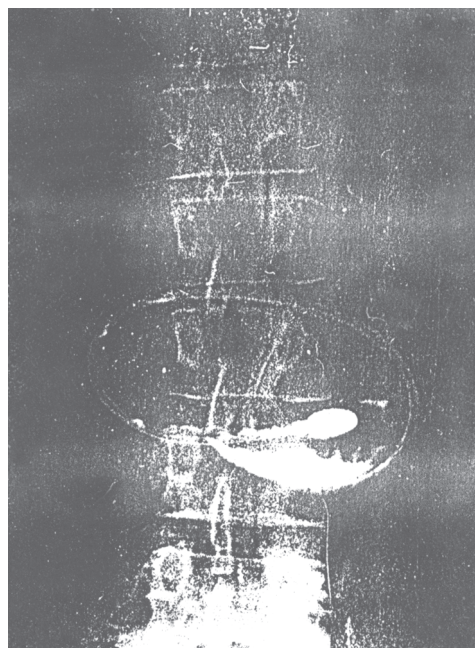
Рентгенограмма брюшной полости с изображением зонда, находящегося с тощей кишке.
